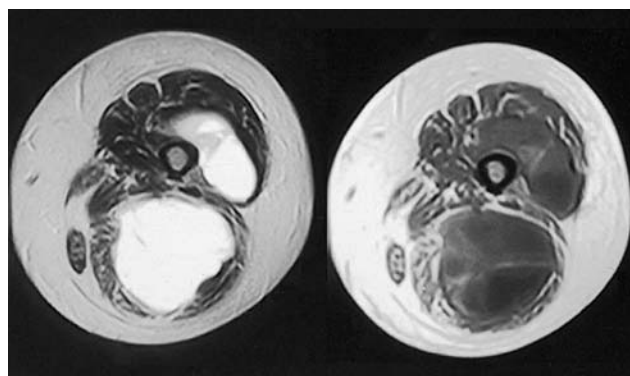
RMN: dos masas inconexas de densidad grasa en compartimentos anterior y posterior del muslo con septos en su interior.
